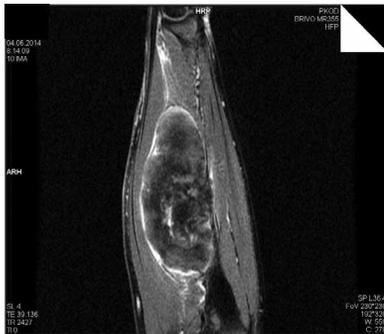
МРТ рецидива нейрофибромы срединного нерва.
